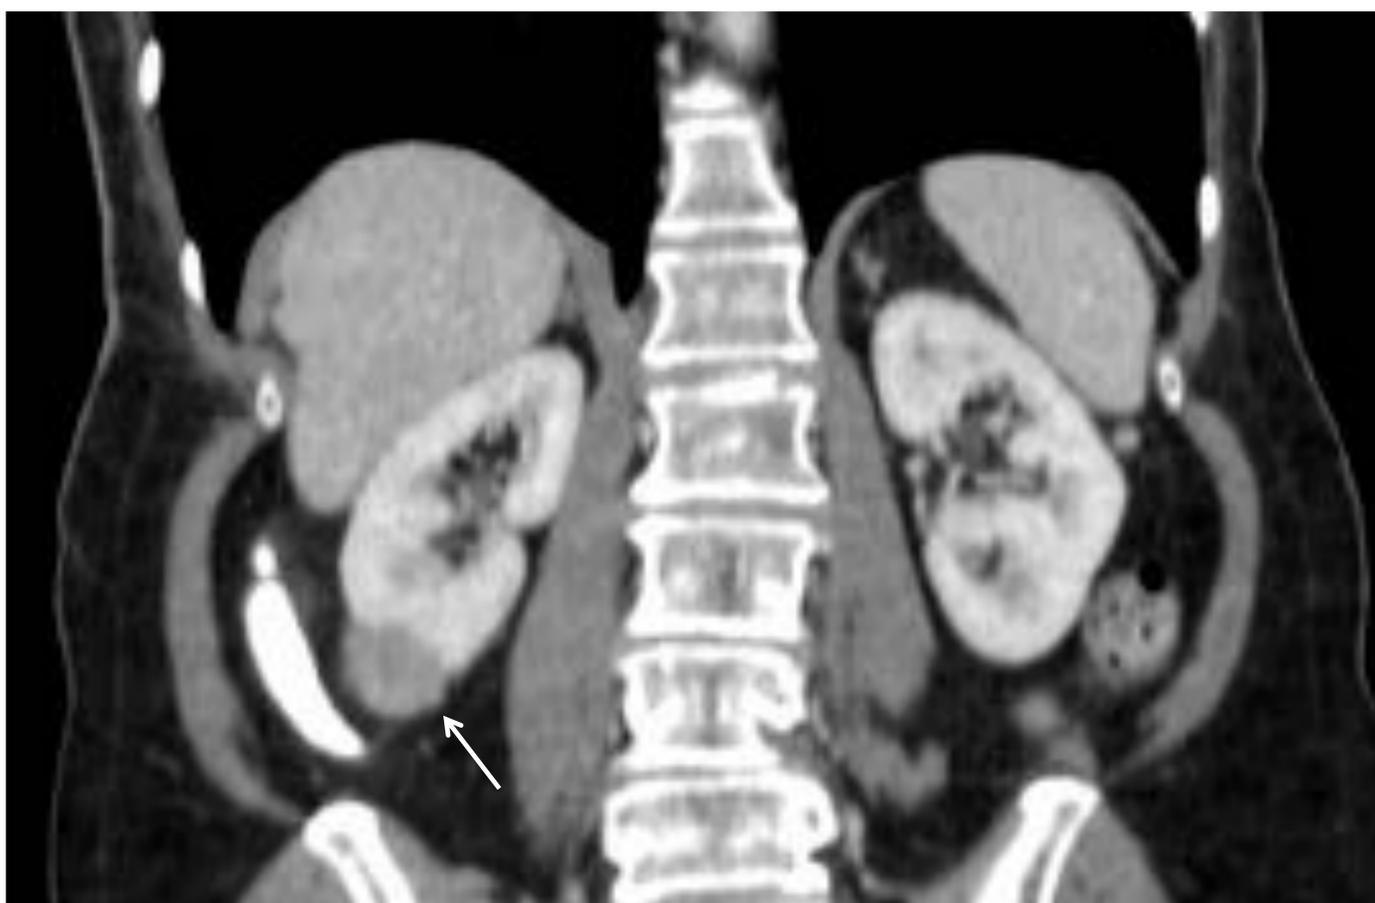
Paciente de 69 años con carcinoma de mama y estadio IV con afectación pulmonar y ósea. Reconstrucción coronal de TC abdominopélvica en fase portal que muestra lesión sólida en polo inferior del riñón derecho (flecha).
